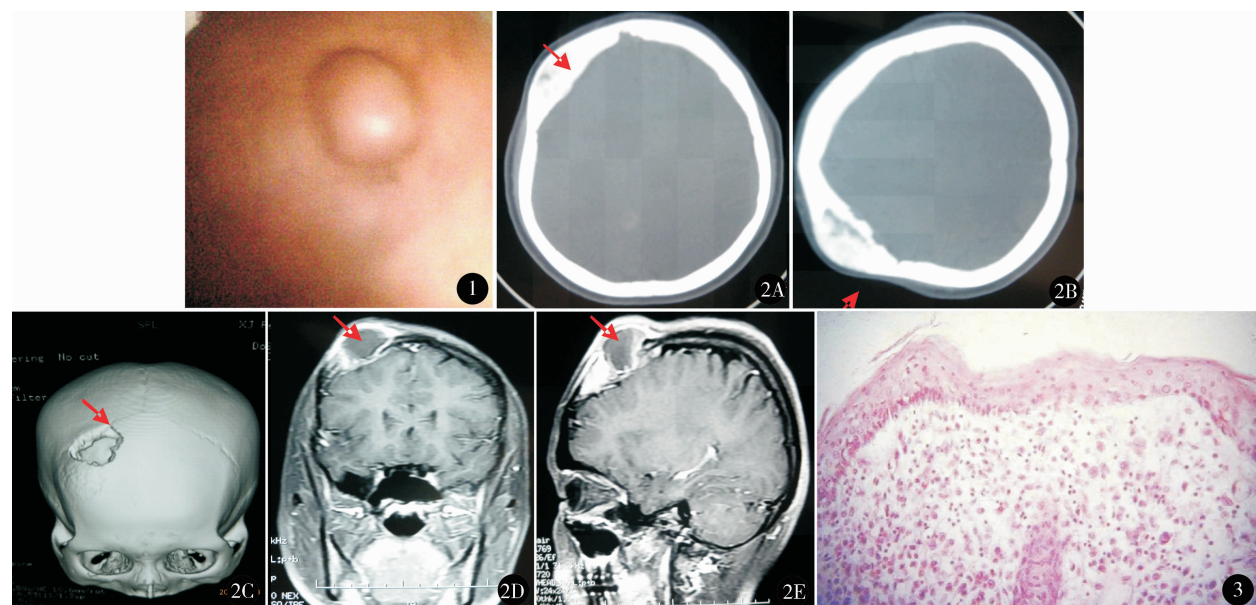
SEG 头皮外观 图 2 术前 CT、MRI 检查 A、B. CT 平扫:颅骨遭受溶骨性破坏,出现局灶性颅骨缺损征象,病灶呈膨胀性生长,“虫蚀”样改变,骨破坏外板大于内板,无骨膜反应;C. 颅骨三维重建:局部骨质缺损;D. MRI 冠状位:颅骨膨胀性骨质破坏,信号不均匀,骨质欠连续,邻近皮下脂肪层及颅板下未见受累;E. MRI 矢状位:颅骨局灶性破坏,未侵犯硬脑膜 图 3 含多核的 Langerhans 细胞,胞质丰富,核圆形,核膜清楚,染色质呈细颗粒状,有小核仁,细胞分化成熟,无明显异形性,嗜酸性粒细胞和组织细胞浸润,形态与炎性肉芽肿相似 HE 染色 $\times 40$
